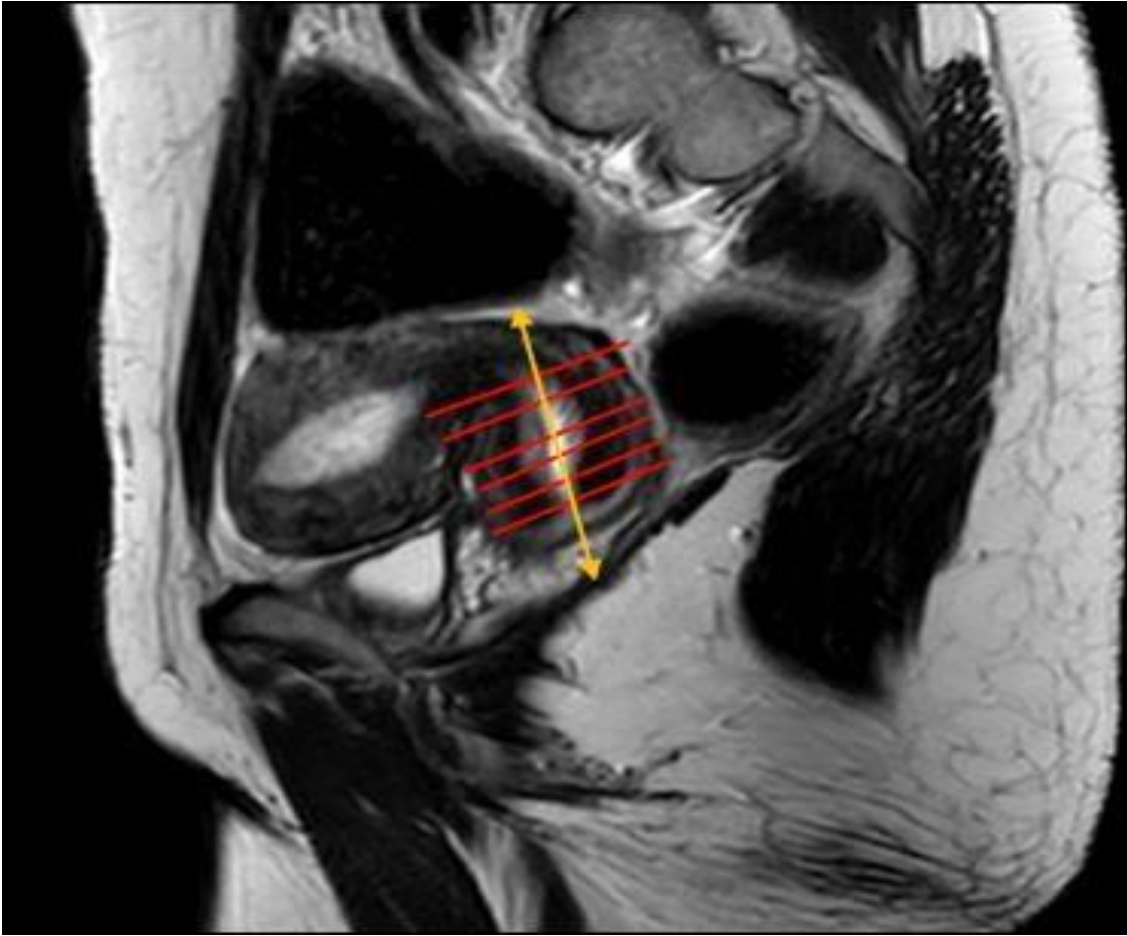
IRM en coupe sagittale T2 montrant le plan de coupe adapté
